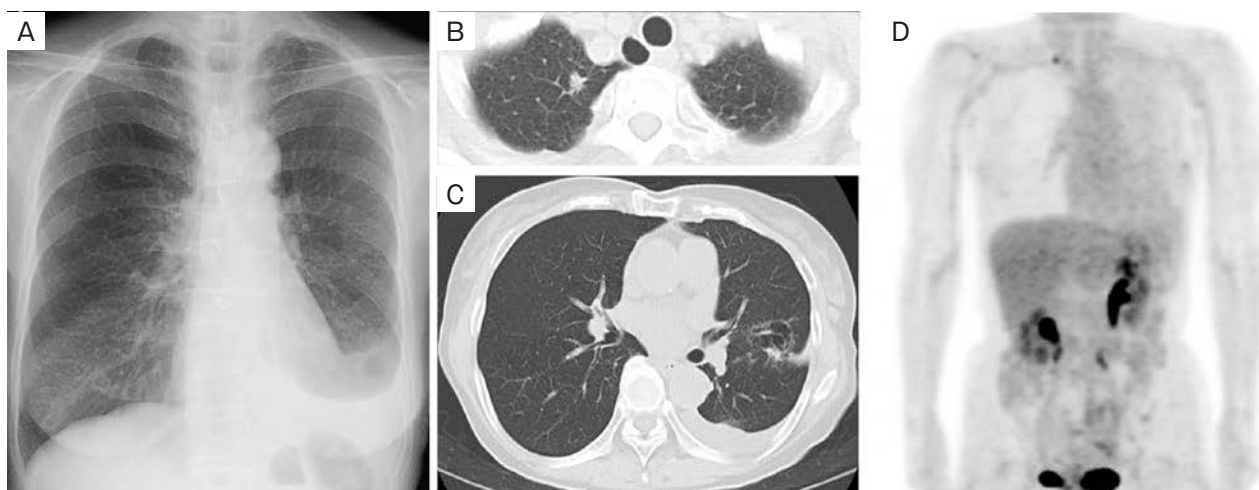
Image findings. (A) Chest X-ray shows nodular shadows in the left middle lung field and left costophrenic angle blunting. (B, C) Chest CT shows nodular shadows in the left lingular segment, left pleural effusion, and nodular shadows in the upper lobe of the right lung. (D) PET-CT shows ^{18}F -fluorodeoxyglucose accumulation in the nodules in the left lingular segment and upper lobe of the right lung. No ^{18}F -fluorodeoxyglucose uptake suggestive of distant metastasis is observed.
